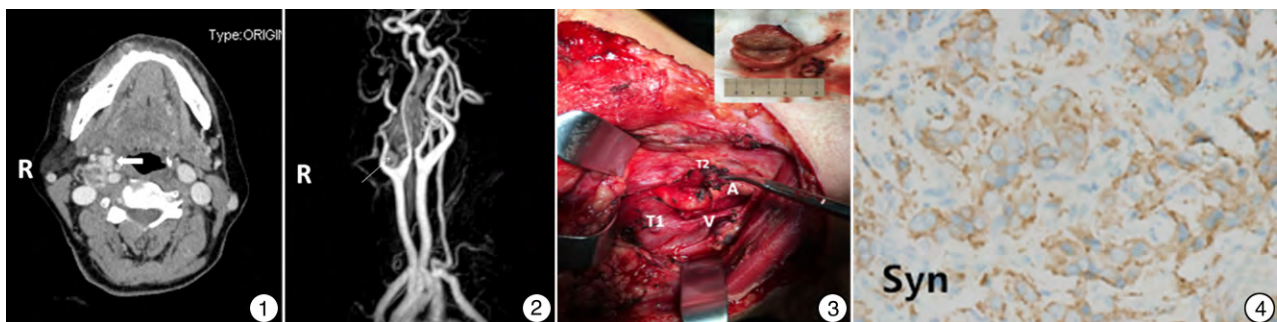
颈部CT增强扫描提示右侧颈总动脉分叉后方见明显不均匀强化软组织肿块影,前内侧颈内外动脉之间有一小的明显强化影像,与后外侧肿块分界明显(白色箭头);图2 核磁共振血管成像右侧颈总动脉分叉后方不均匀强化软组织肿块影下方可见一较小肿块影,与上方肿块有明显分界,血供直接源于咽升动脉(白色箭头);图3 术区右侧颈动脉分叉处后方可见一大小约3 cm肿瘤(T1),源于迷走神经,血供丰富,肿瘤累及段迷走神经(V)与瘤体分界不清;右侧颈动脉分叉处(A)有一1 cm×1 cm左右新生物(T2),剖面未见副节瘤的血窦样结构(右上角插图);图4 免疫组织化学主细胞Syn阳性表达,支持细胞阴性表达(SP法×400)。
